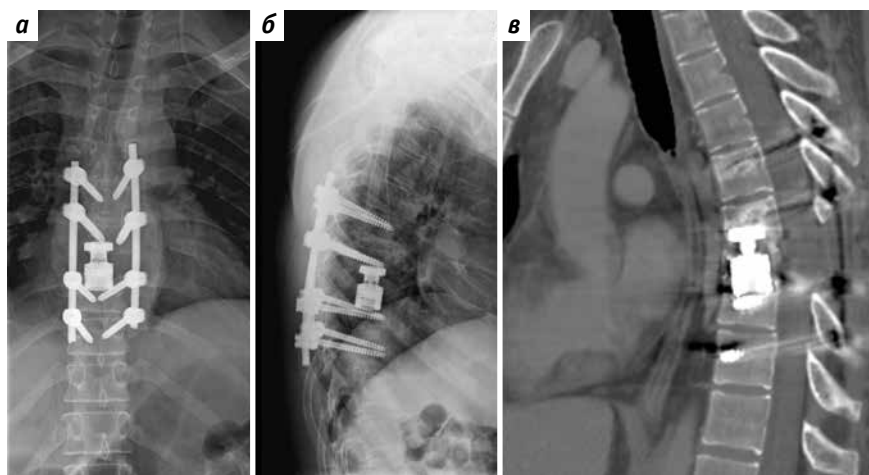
Результаты обследований после операции: а, б – рентгенография грудного отдела позвоночника в двух проекциях; в – рентгеновская компьютерная томография, сагиттальная реконструкция
